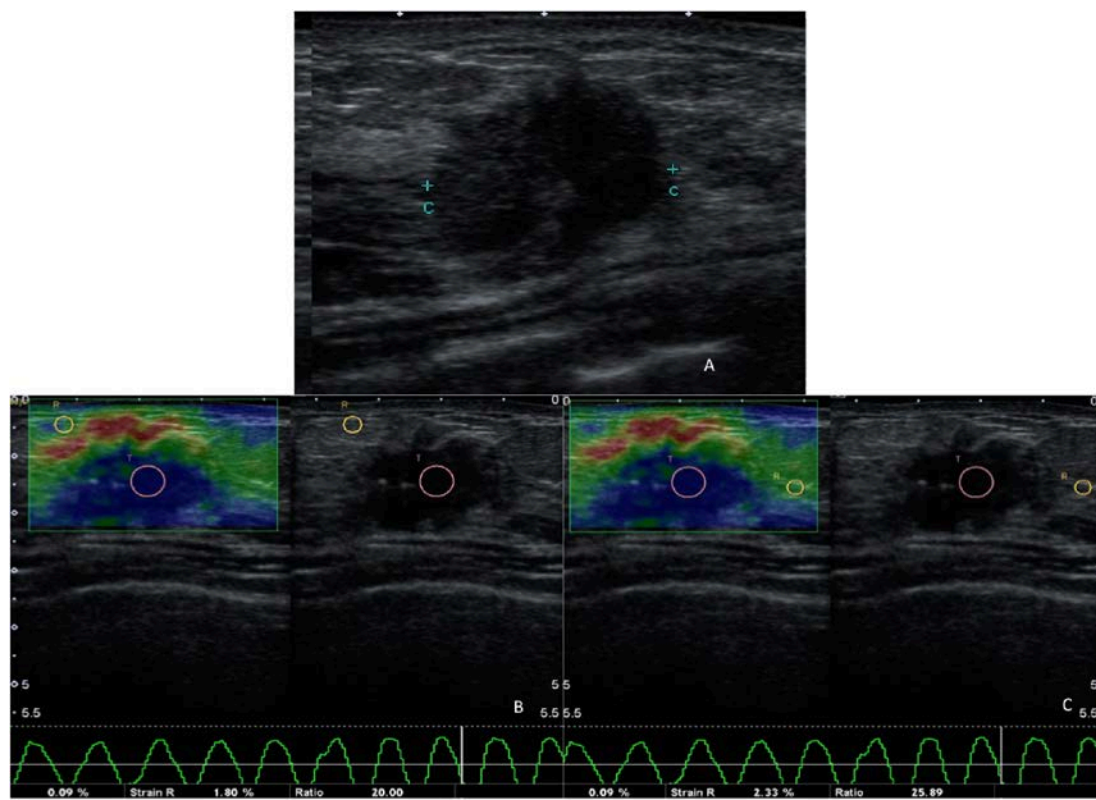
US e elastografia verdadeiros positivos para malignidade. A USG em escala de cinza com nódulo hipoeecogênico arredondado e margens espiculadas BI-RADS 5; B e C Elastografia qualitativa com classificação 5 de Itoh e valores da relação entre o nódulo e o tecido adjacente de 25 e o nódulo e o tecido subcutâneo de 20, corroborando malignidade. Diagnóstico: NST
